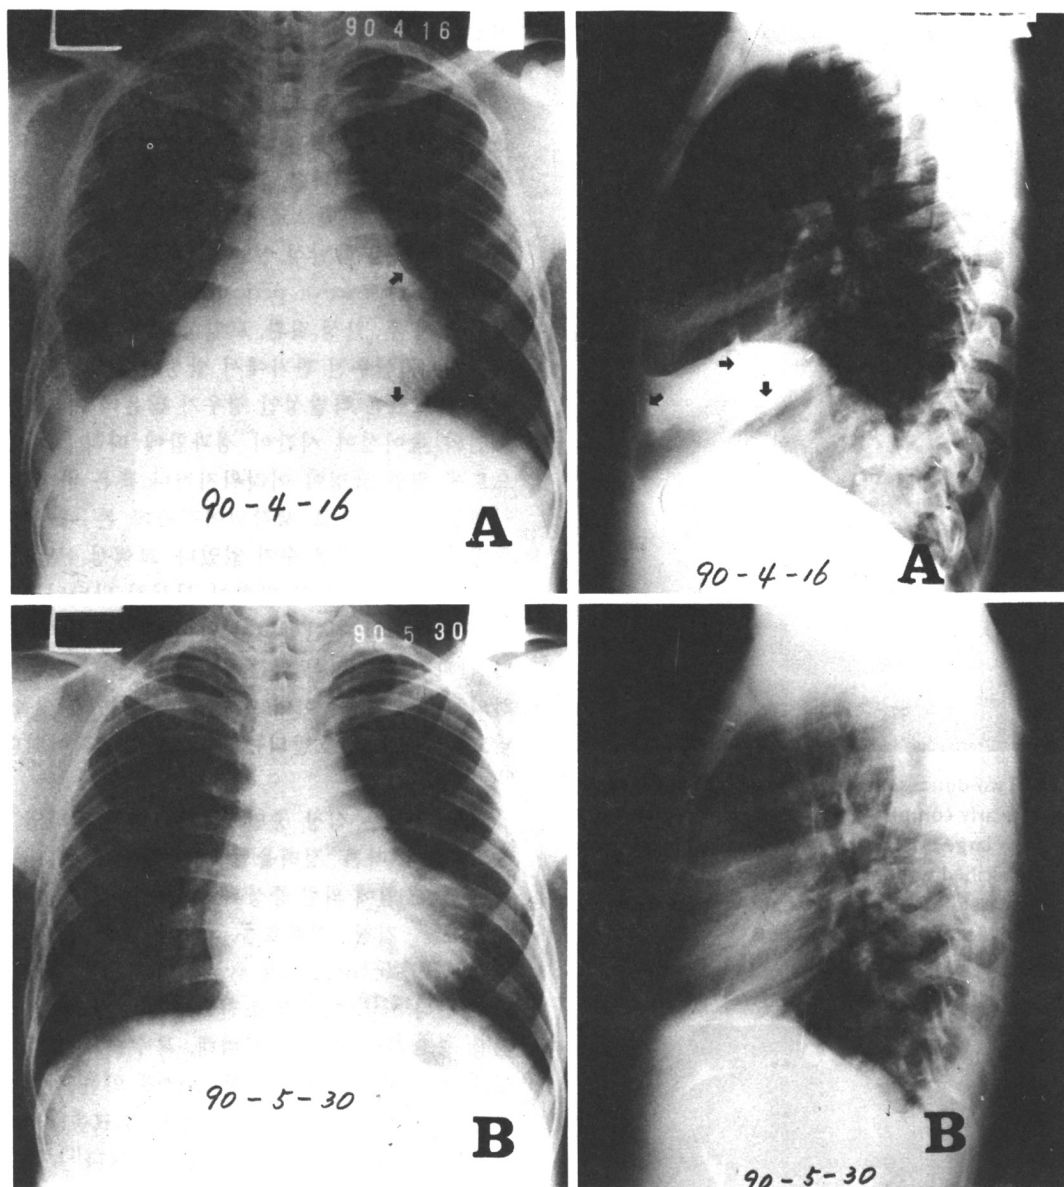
Posteroanterior and lateral chest roentgenograms shows the enlarged cardiac silhouette and severe pericardial calcification (arrow, A). Note that calcification is more readily seen on lateral film. After pericardiectomy, decreased cardiac silhouette and pleural effusion were demonstrated (B).
